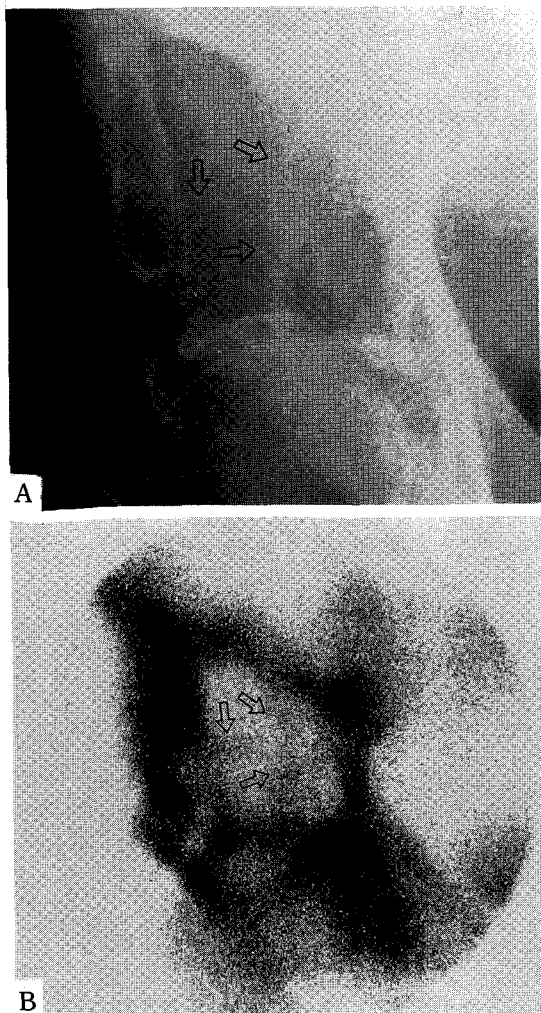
(A) Pelvic roentgenogram shows an expansile, trabeculated (arrows), osteolytic lesion with surrounding minimal sclerosis at the right ilium, just above to the acetabular roof. (B) Pinhole bone scintigram of the right pelvic bone reveals a cold area with surrounding rim of increased activity and internal septae (arrows) of increased uptake.
